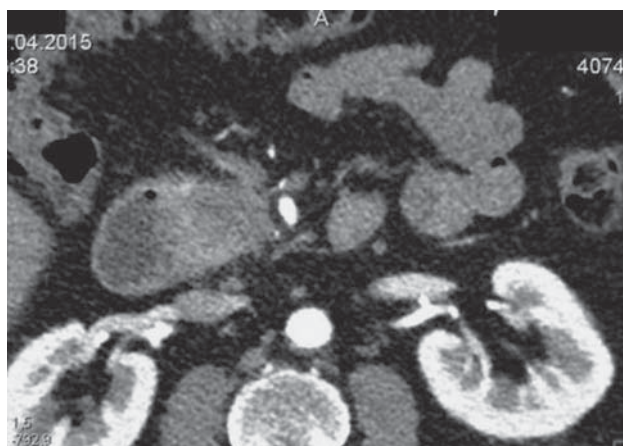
Компьютерная томограмма. Неинвазивная опухоль ПЖ. Между краем опухоли и артерией видна интактная жировая ткань.
